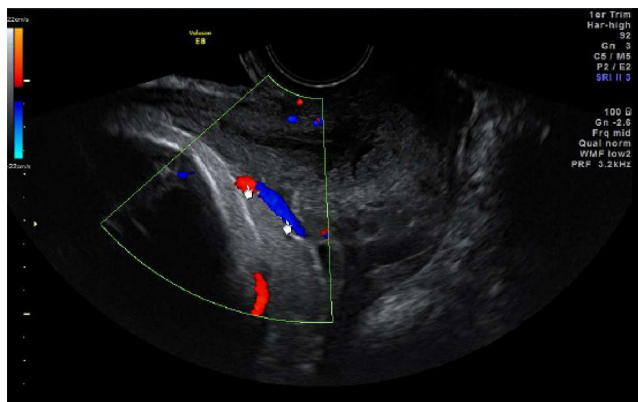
Échographies du col à 32 SA placenta bipartita postérieur marginal avec languette antérieure et un vasa prævia avec doppler couleur
